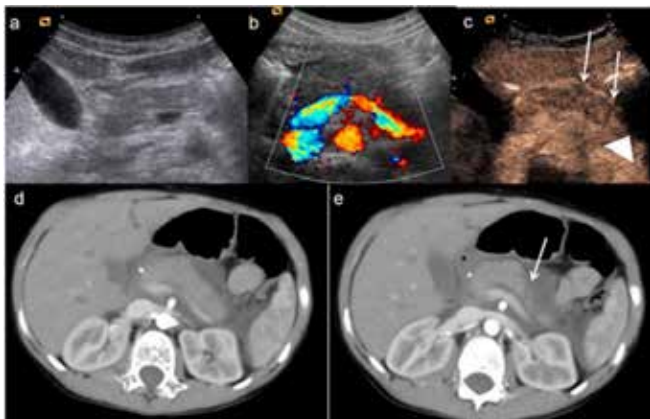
Trauma de pâncreas em criança. Imagens “a”, “b” e “c” são de ultrassonografia, as imagens “d” e “e” são tomografia computadorizada¹¹.
